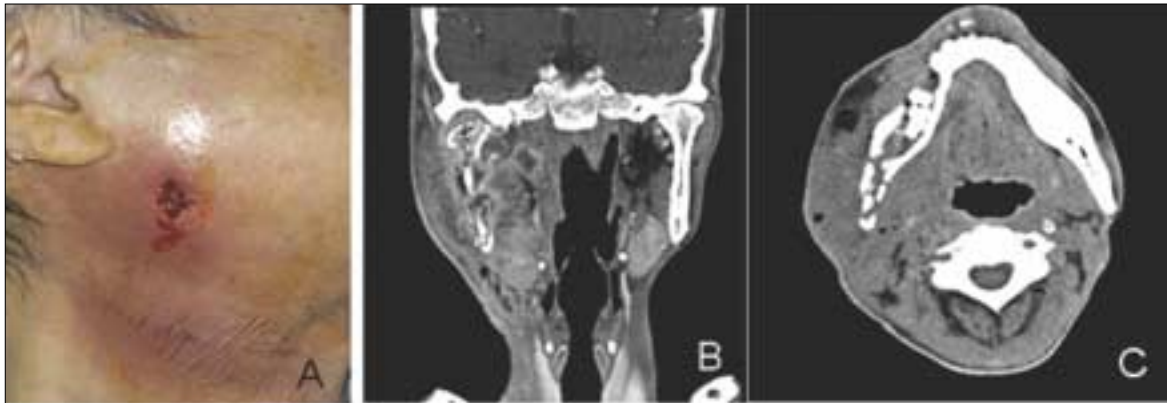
A: Extra-oral photograph showed fistular formation of Rt. buccal area, at the first visit. B(coronal view)and C(transverse view): computed tomogram showing bony destruction from Rt. Mandibular condyle to body area.
